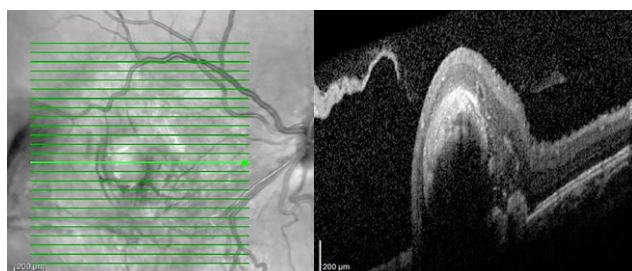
Оптическая когерентная томограмма сетчатки ребёнка 11 лет с хориоидальной неоваскулярной мембраной, развившейся на фоне комбинированной гамартмы сетчатки и ретиального пигментного эпителия: деформация витреоретинального профиля макулярной зоны за счёт субретиального гиперрефлективного образования, перифокальная дезорганизация слоёв сетчатки. Максимально скорректированная острота зрения 0,02.
